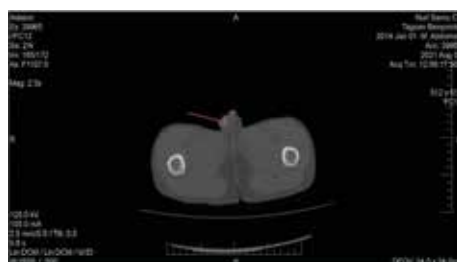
Preoperative CT scan of the abdomen, small pelvis and scrotum in child X., 8 years, sagittal section. The ectopic testicle is marked with an arrow
